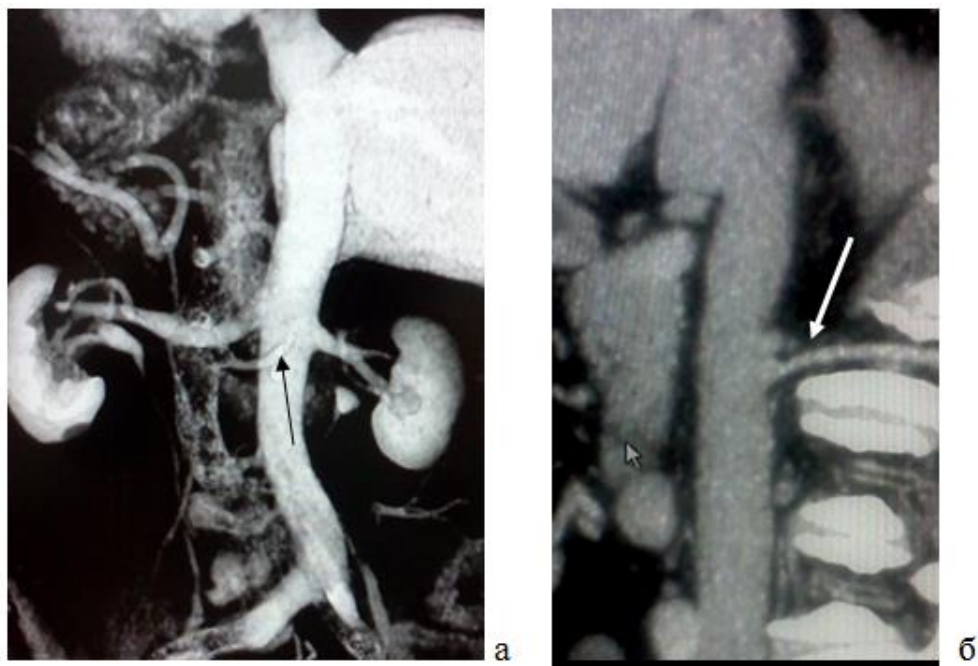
МСКТ верхніх поперекових вен, які потрапляють в "зону ризику": а) фронтальна реконструкція НПВ (вигляд ззаду). Візуалізується права верхня поперекова вена, котра впадає в НПВ на рівні нижнього краю вічок ниркових вен; б) сагітальна реконструкція демонструє велику верхню поперекову вену, яка впадає в НПВ на рівні правої ниркової артерії
